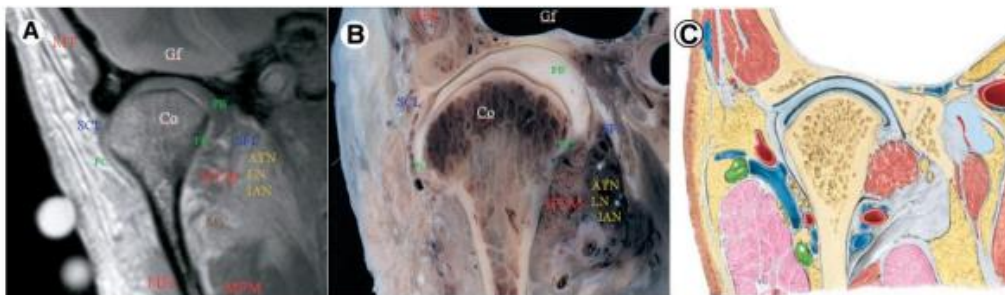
Cortes a nivel coronal estricto del cóndilo mandibular. A: RM en T1 corte coronal (MT) Músculo temporal, (MM) Músculo masetero, (IPLM) Vientre inferior del músculo pterigoideo externo, (SFL) Ligamento esfenomandibular, (SCL) Ligamento colateral lateral, (Co) Cóndilo mandibular, (MPM) Músculo pterigoideo interno, [(IAN) Nervio dentario inferior, (LN) Nervio lingual, (ATN) Nervio auriculotemporal, en la RM no se evidencia los nervios solo señala el lugar donde estarían]. Tomado de: Alomar et al., (15). B: Espécimen en coronal. Tomado de: Alomar et al., (15). C: Ilustración en plano coronal. Modificado de: Moore Clinically Oriented Anatomy., (10).
